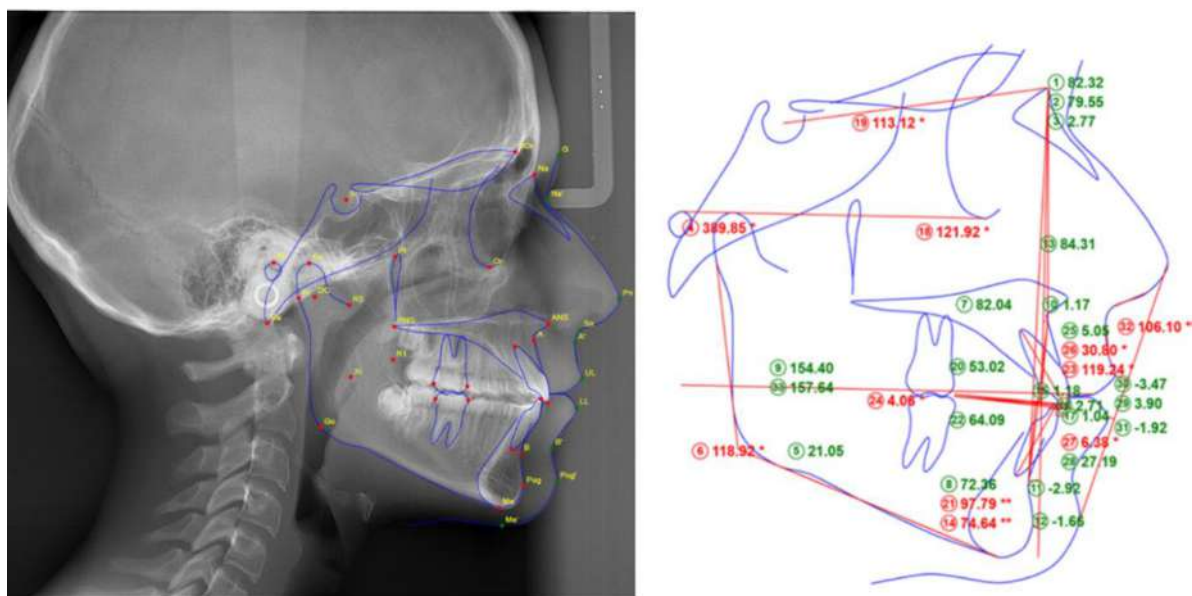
Телерентгенографія після брекет-системи
